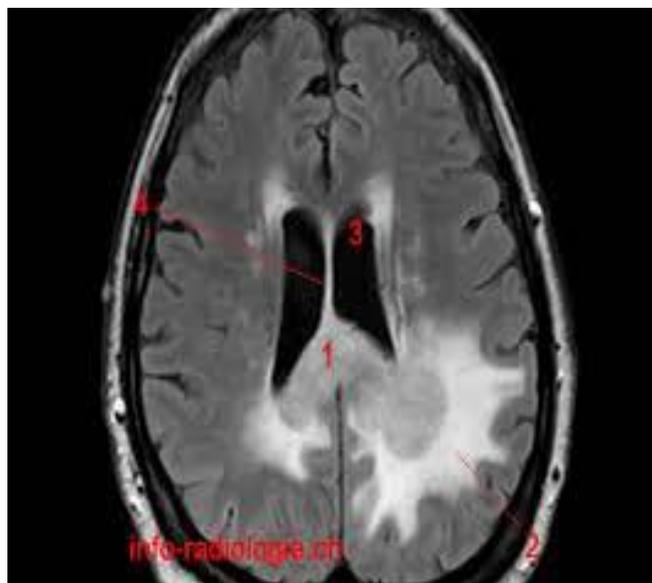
Image IRM coupe axiale d'un lymphome.
